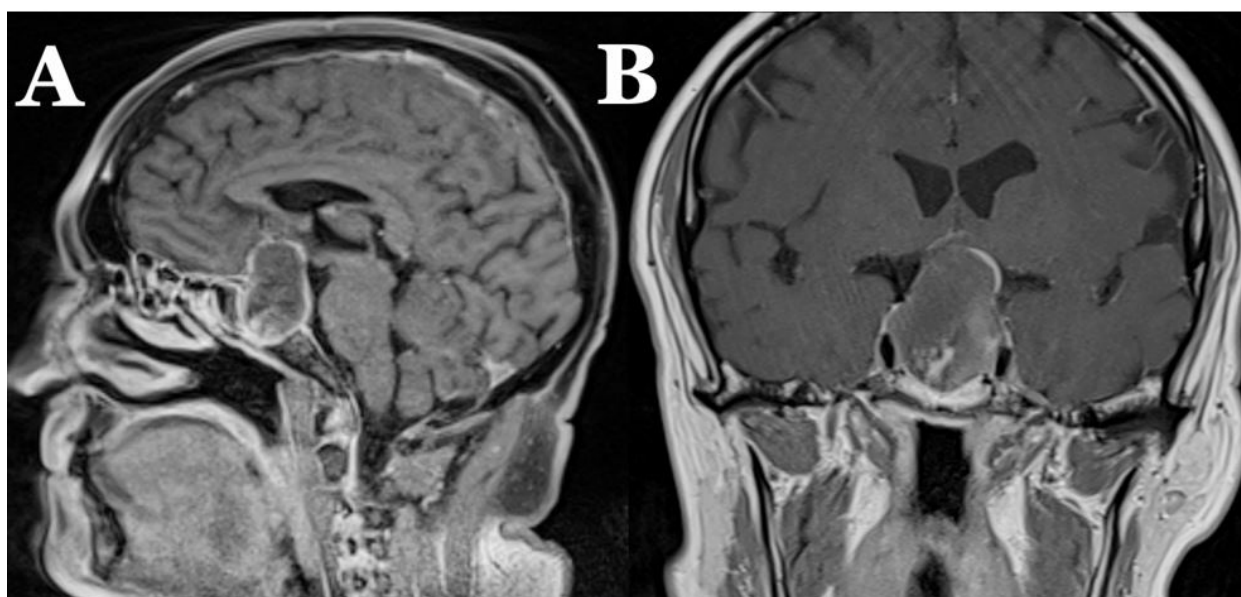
A) Imagen sagital de resonancia magnética (RM) en secuencia T1 donde se observa glándula pituitaria sustituida por voluminosa masa selar.
